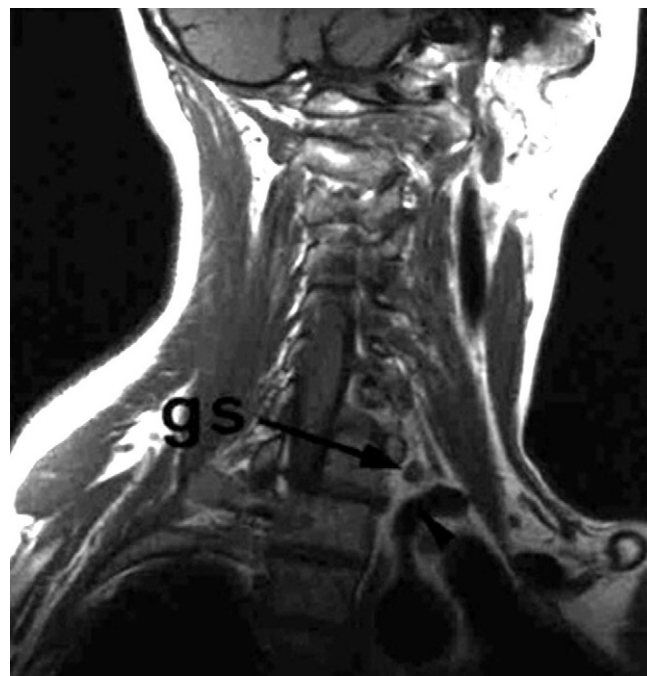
Coupe sagittale oblique d'IRM en pondération T1 sans injection de produit de contraste.
